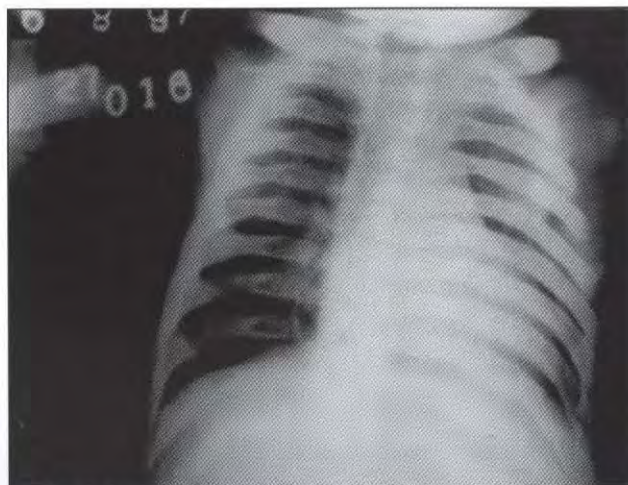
Radiografia de tórax com deformidades das costelas.
